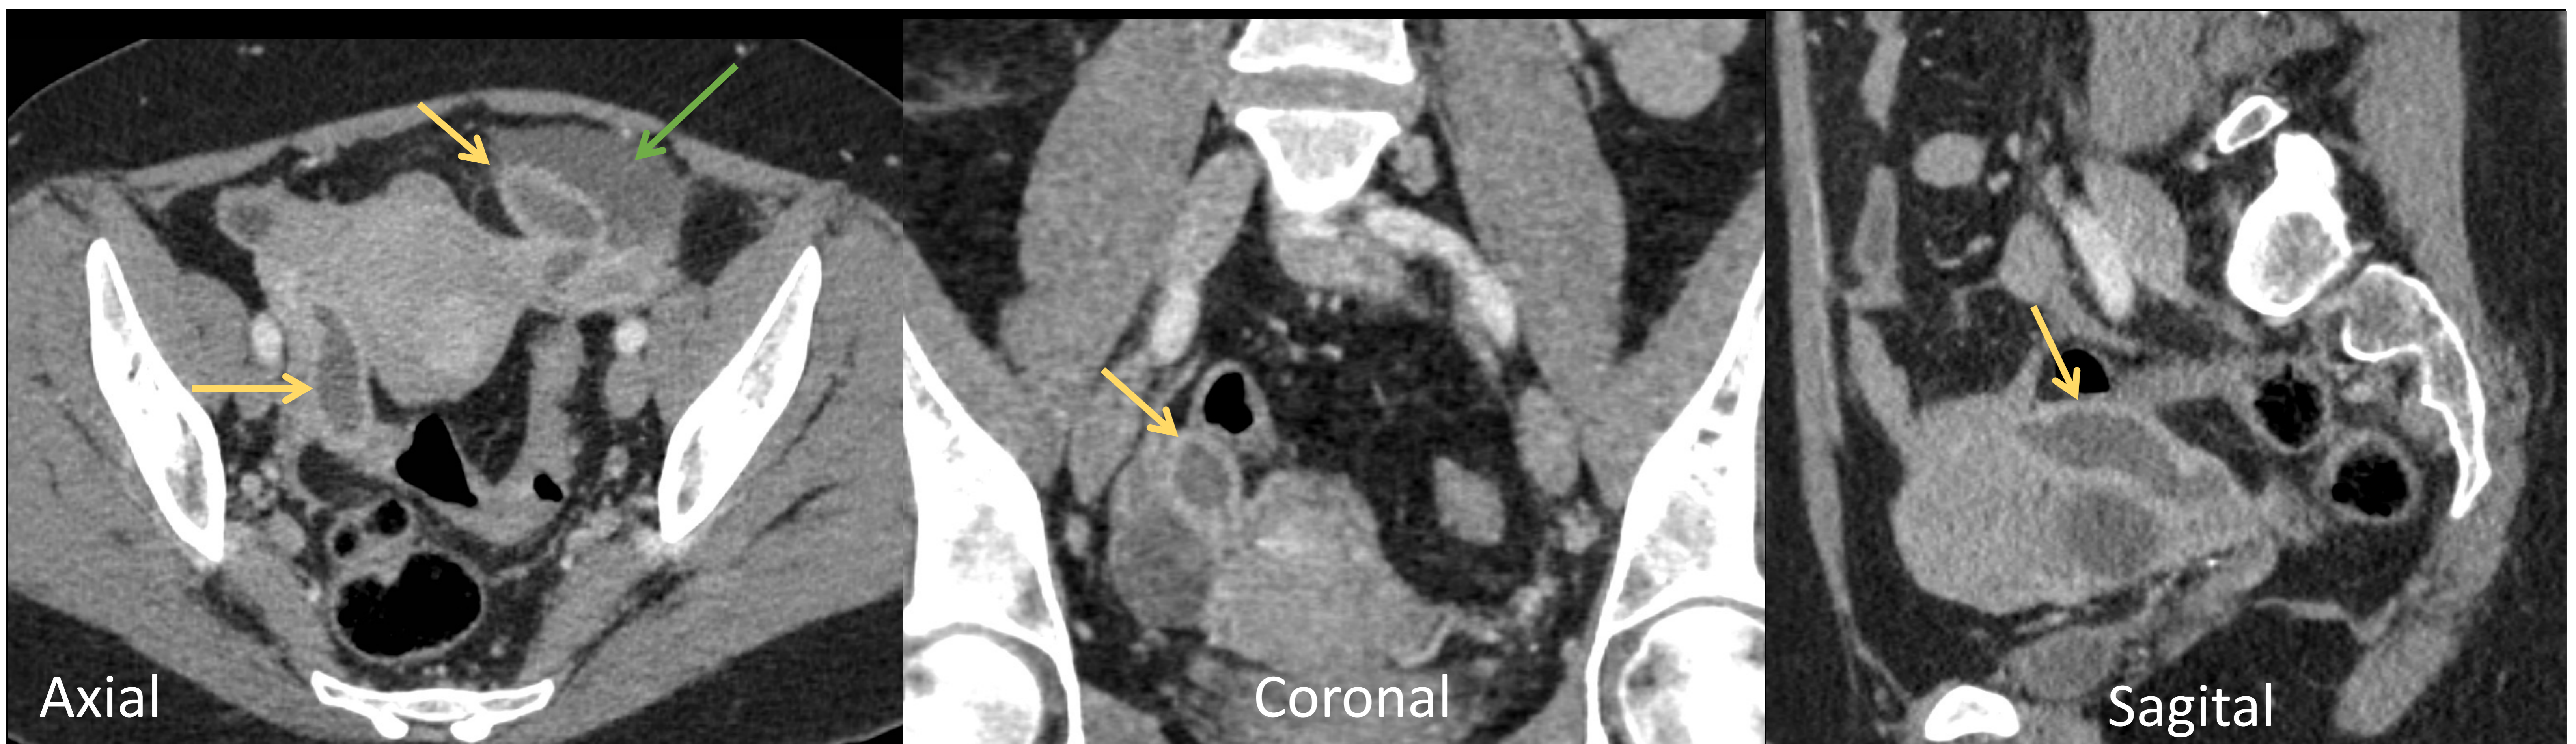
Piosálpinx. Paciente de 40 años con fiebre, disuria, distensión abdominal y signos de irritación peritoneal. Se realiza TC abdominal en fase venosa portal identificándose a nivel de ambos parametrios estructuras tubulares dilatadas de morfología tortuosa (→) que presentan importante engrosamiento y realce parietal y contenido líquido levemente heterogéneo. Asocia discretos cambios densitométricos del tejido graso circundante con presencia de líquido libre (→).
